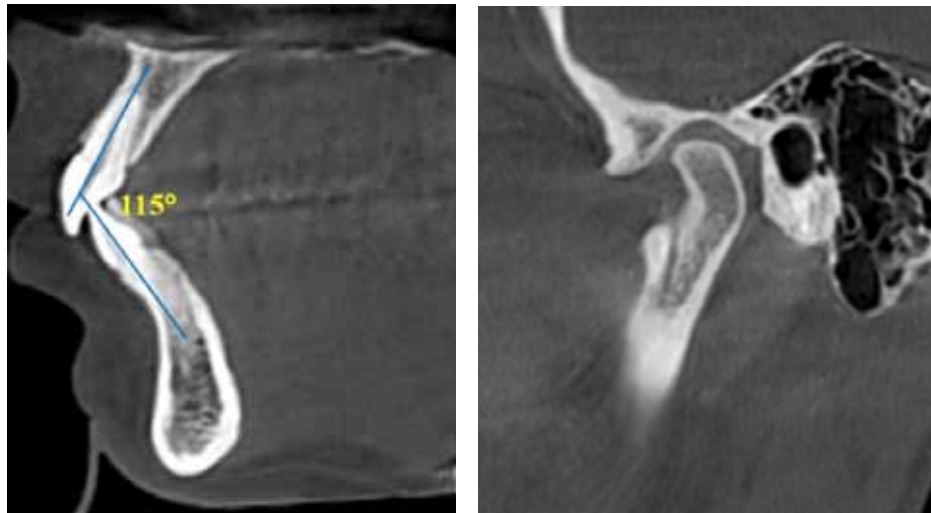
Межрезцовый угол и расположение элементов сустава пациентки З.А. на рентгенограммах
